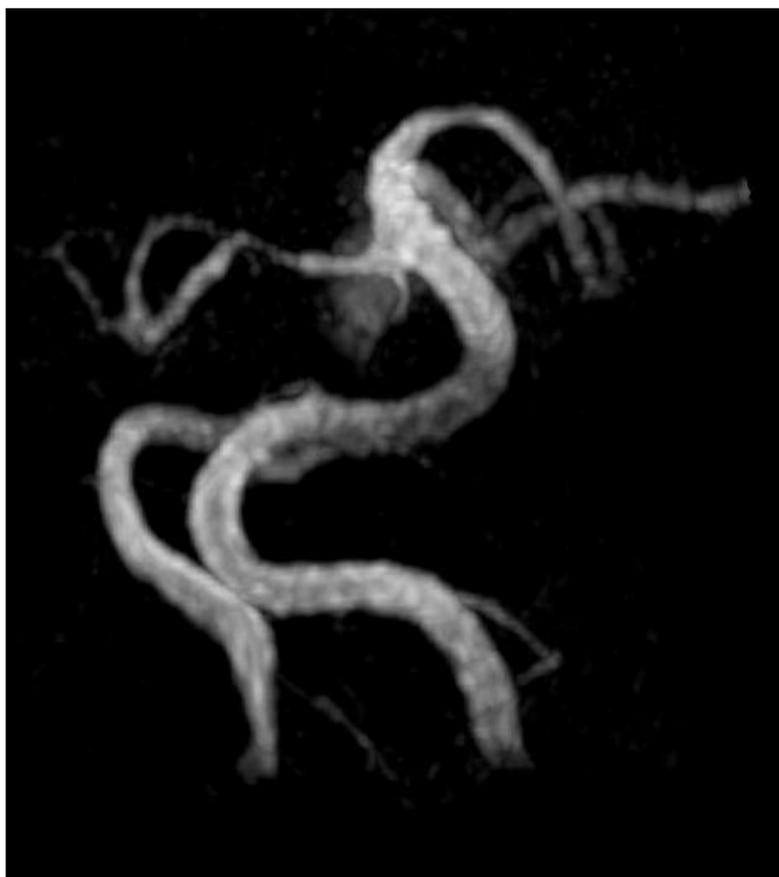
Reconstrucción volumétrica del sistema vertebrobasilar sobre angiografía por RM del mismo paciente que el de la *Figura 3*.
